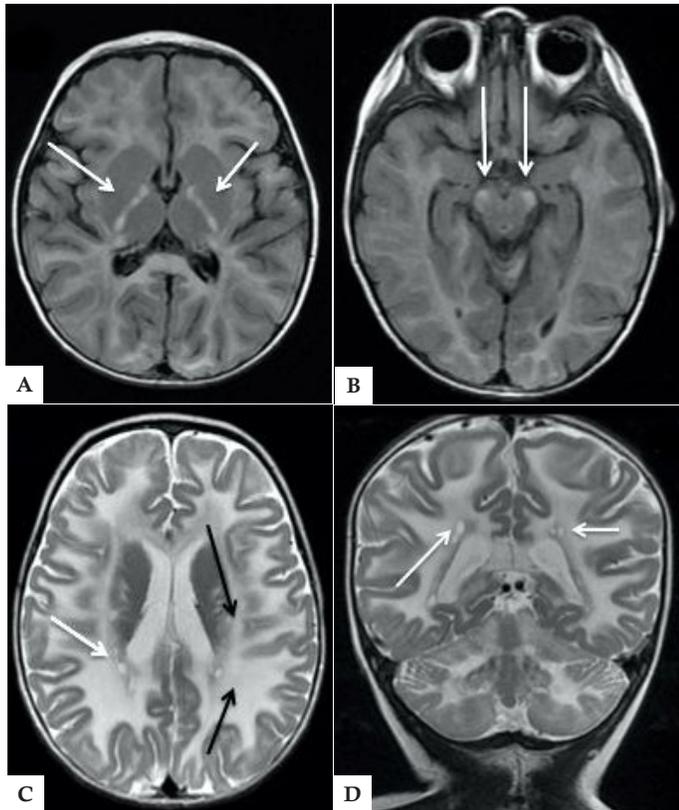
Resonancia magnética cerebral: A y B imágenes en FLAIR corte axial, con mayor destrucción de sustancia blanca comparado figura 3, más evidente en brazo posterior de capsula interna. C y D imágenes en potenciadas en T2 corte axial y coronal respectivamente en la que se observan lesiones quísticas periventriculares.
